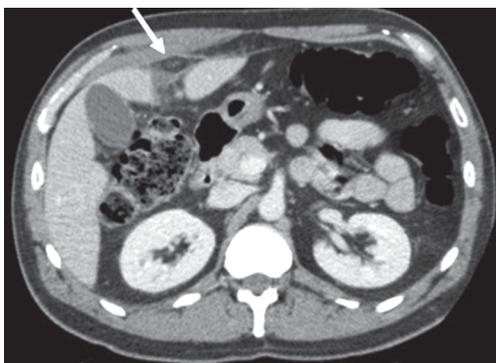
Пациент А., 12 лет, КТ, аксиальный срез. Разрыв левой доли печени (стрелка)
